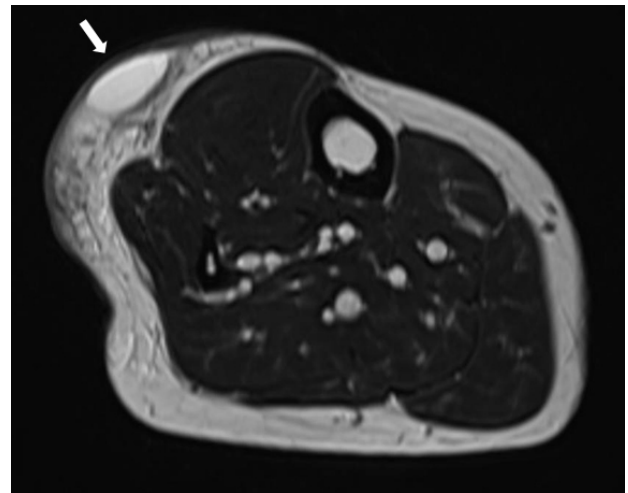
MRI with a contrast scan of the right lower leg. One axial image (T2WI) shows a 5.5 × 1.5 × 6.0 cm hemorrhagic abscess pocket in the lateral aspect of the pretibial subcutaneous fat layer.
